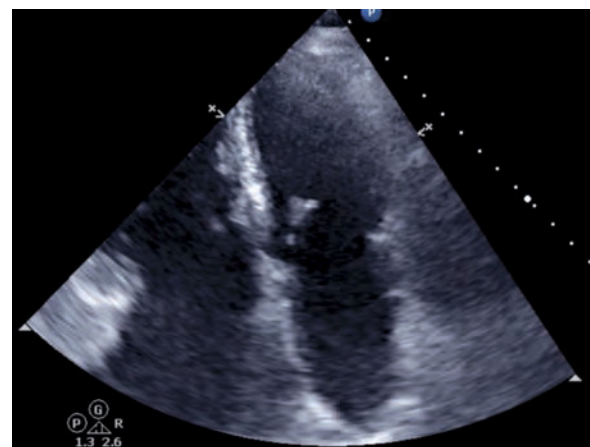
Ecocardiografía transtorácica en proyección 4 cámaras. Dilatación de cavidades derechas.
